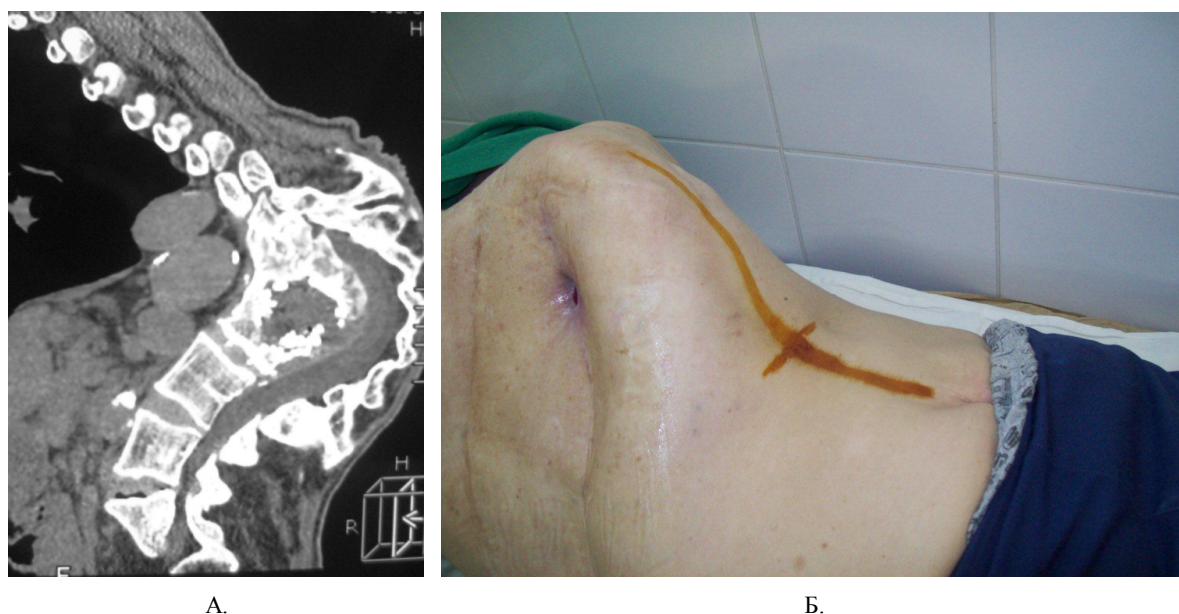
А – компьютерная томограмма; Б – вид на больного с торпидно текущим туберкулезным спондилитом грудного и поясничного отделов. Характерна выраженная кифо-сколиотическая и торсионная деформация позвоночного столба
